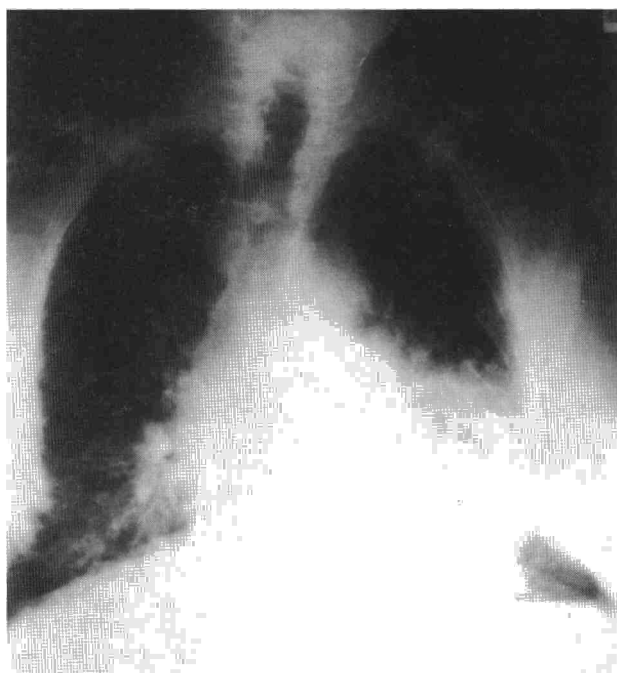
Radiografía de tórax: infiltrado alveolar difuso y patrón reticular en ambas bases.
